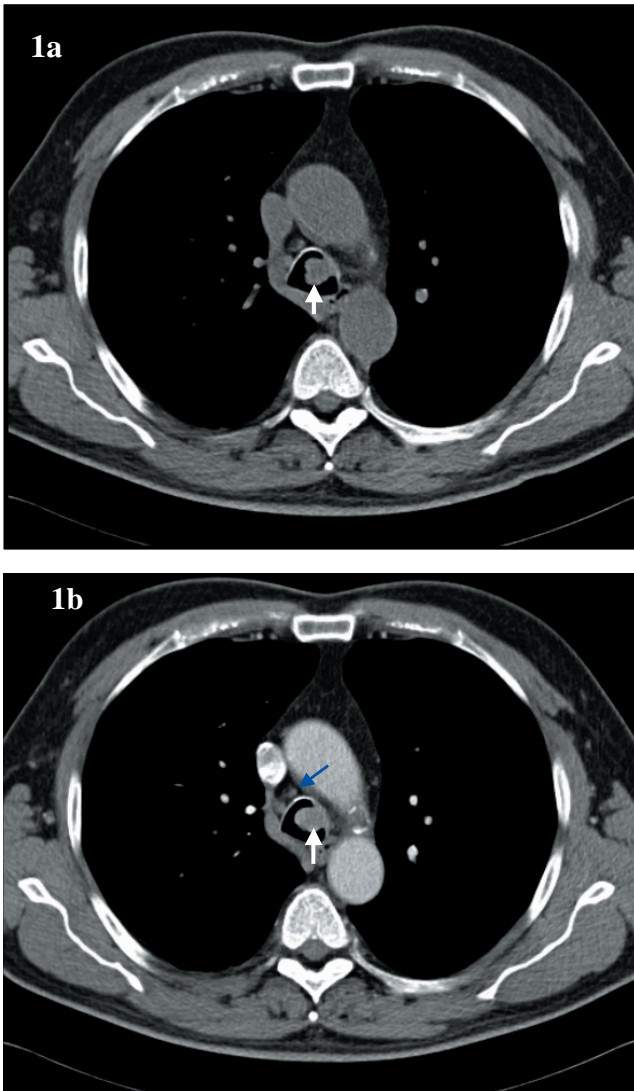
Imágenes obtenidas mediante TC multicorte sin (a) y con contraste (b). En el corte axial de TC sin contraste a nivel supracarinal se observa una lesión endotraqueal lobulada (flecha en a), exofítica, de bordes bien definidos, adherida a pared traqueal, isodensa con las partes blandas. Tras la inyección de contraste endovenoso la lesión endotraqueal capta contraste (flecha blanca en b). Se identifican ganglios paratraqueales derechos de tamaño no significativo (flecha azul en b).
